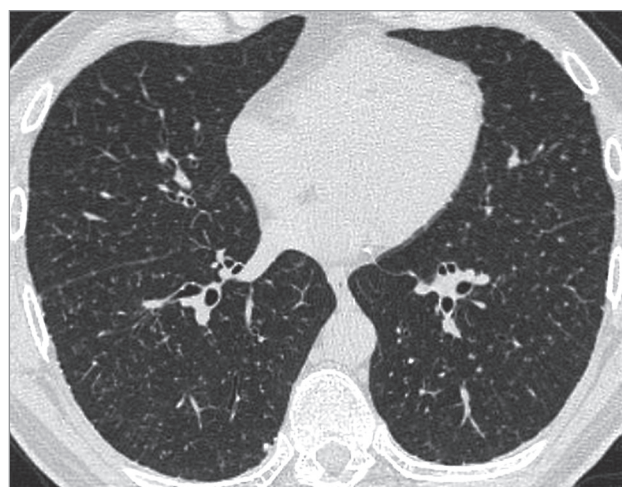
Хронический нефиброзный гиперчувствительный пневмонит как результат контакта с древесной пылью. Компьютерная томография
